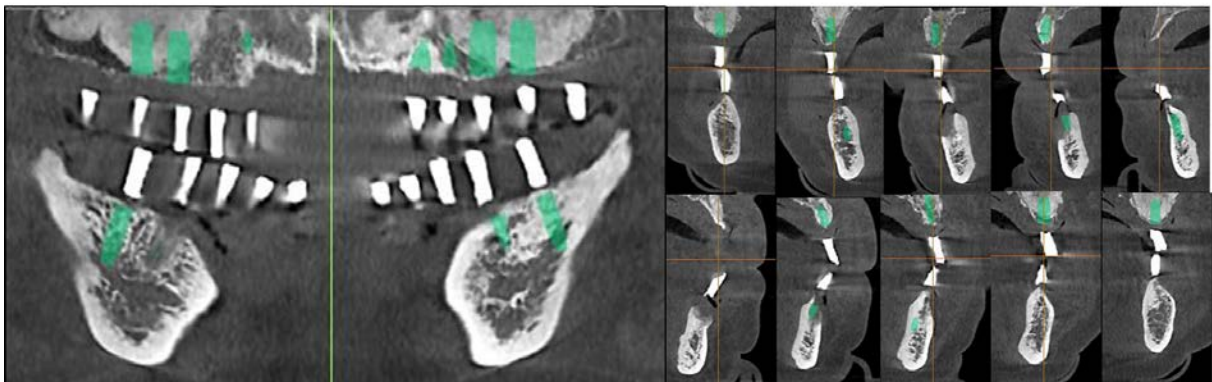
Radiographic stent was duplicated from provisional denture which also was used as surgical stent after CT scan.
